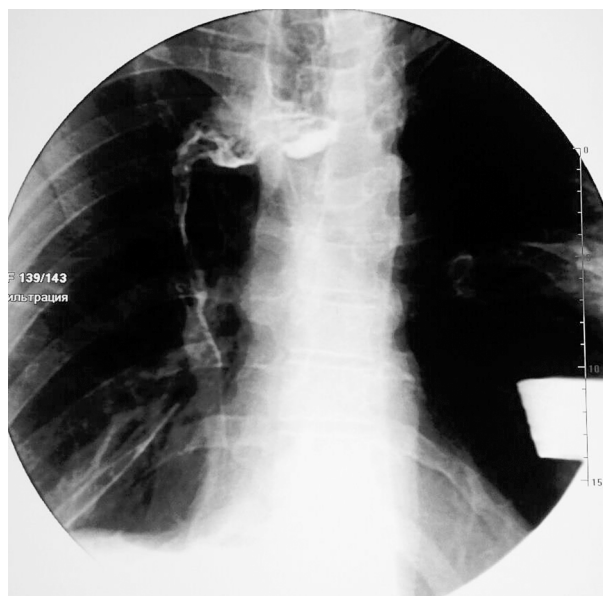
Контрольная рентгеноскопия пищевода. ЭГА проходима, пассаж по верхним отделам ЖКТ не нарушен, затеков контрастного вещества не выявлено
